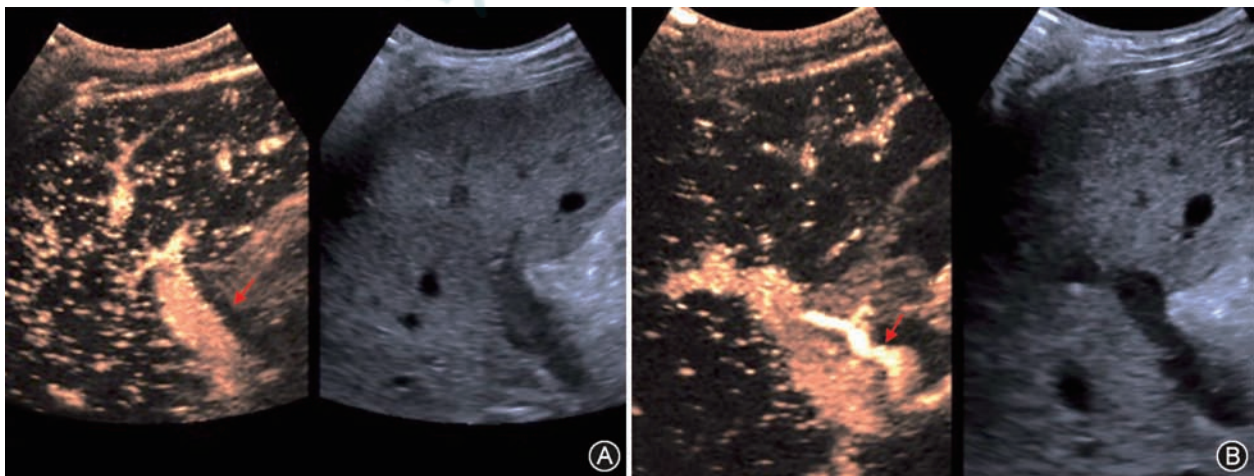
肝动脉血栓形成者及肝动脉血流通畅者超声造影的图像比较 A: 肝动脉血栓形成者超声造影后门静脉主干及右支显示, 其旁始终未见肝动脉显影(箭头); B: 肝动脉血流通畅者超声造影后肝动脉(箭头)及门静脉均清晰显影
